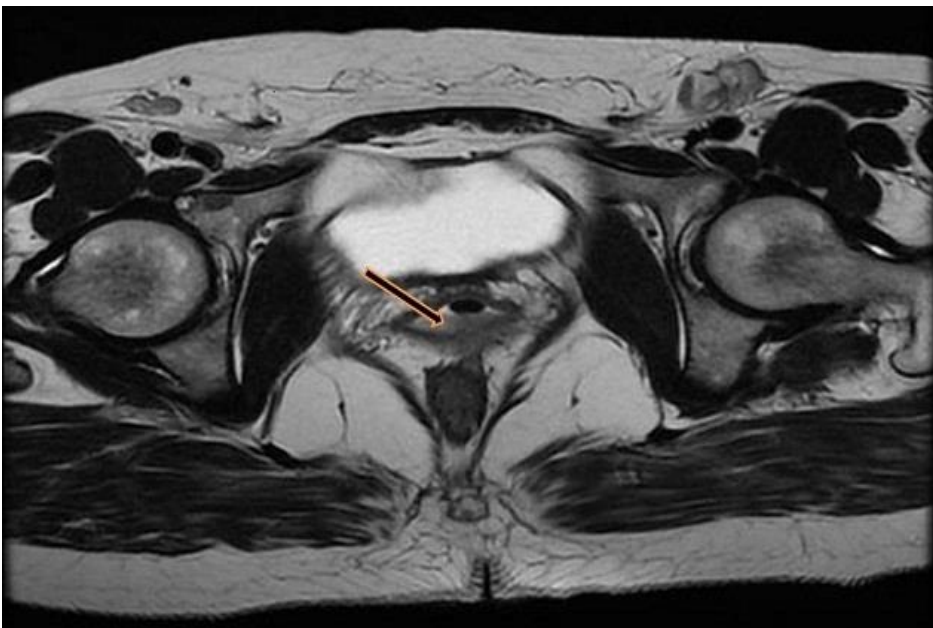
IRM pelvienne montrant une lésion de la paroi postéro-latérale gauche du vagin (flèche) envahissant la cloison recto-vaginale
